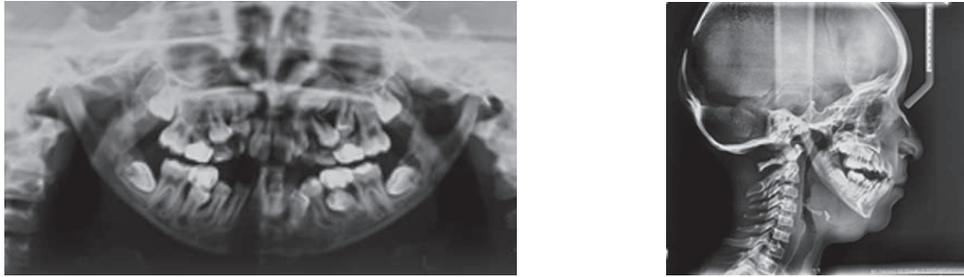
Radiografía panorámica y lateral de cráneo.
